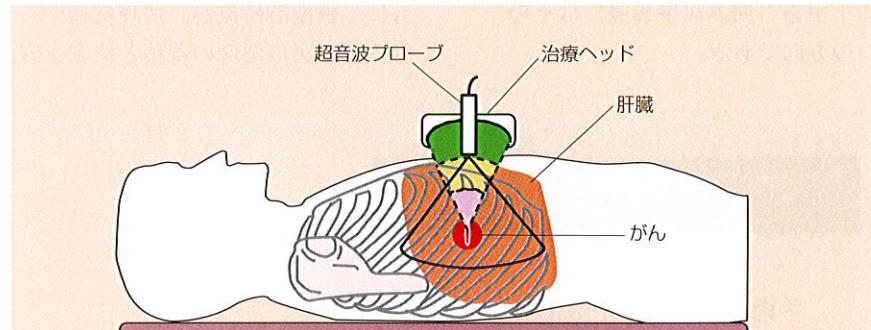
強力超音波による治療 超音波を集束させて体内のがんなどを焼き治療する。外科手術に頼らないため、患者に対する負担が軽く実現が待たれる新技術である。
